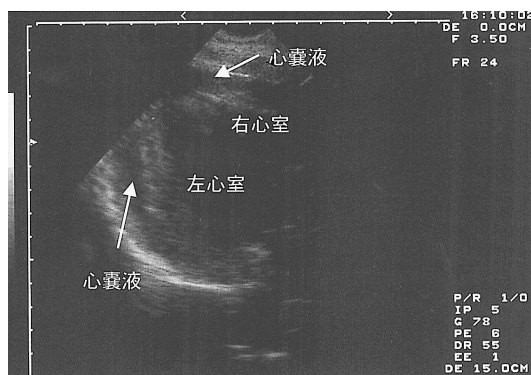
心臓超音波検査：右室前面，左室後方に心嚢液の貯留を認める。
